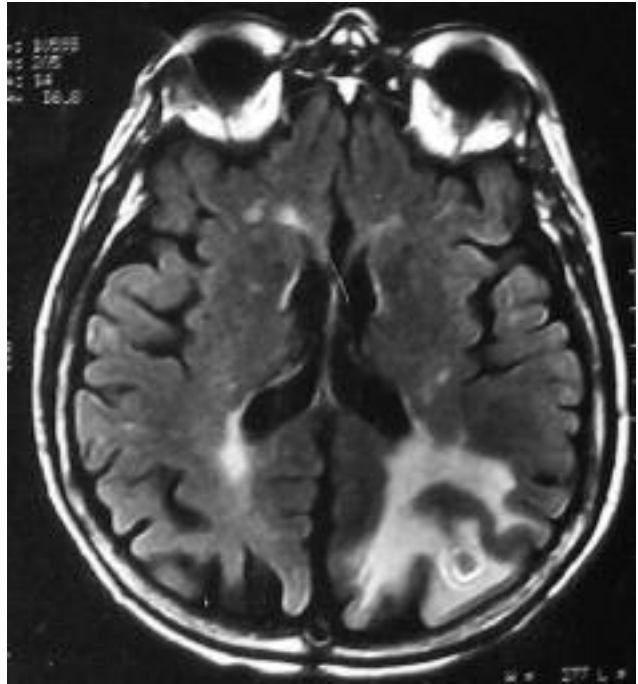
Tuberculome cérébral, IRM, séquence FLAIR.
